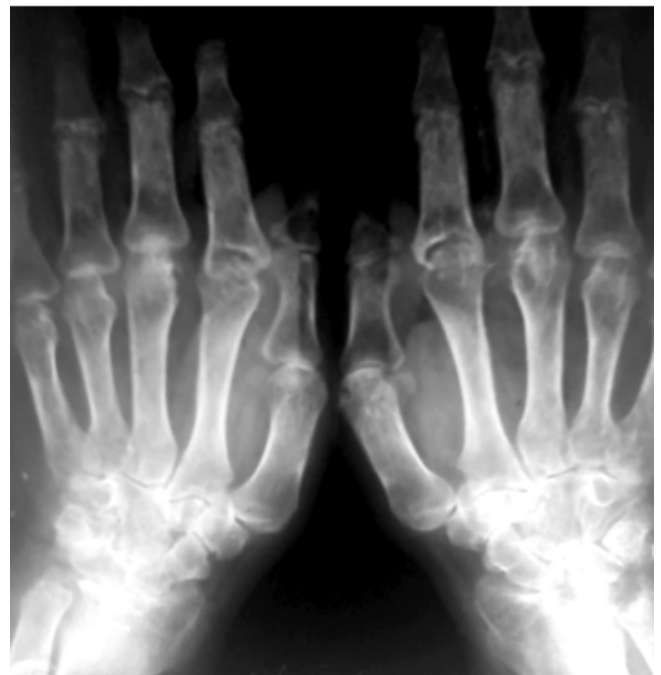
Рентгенограмма больной X., 52 лет. РА обеих кистей. На снимке визуализируются остеопороз, сужение суставной щели, эрозии.
